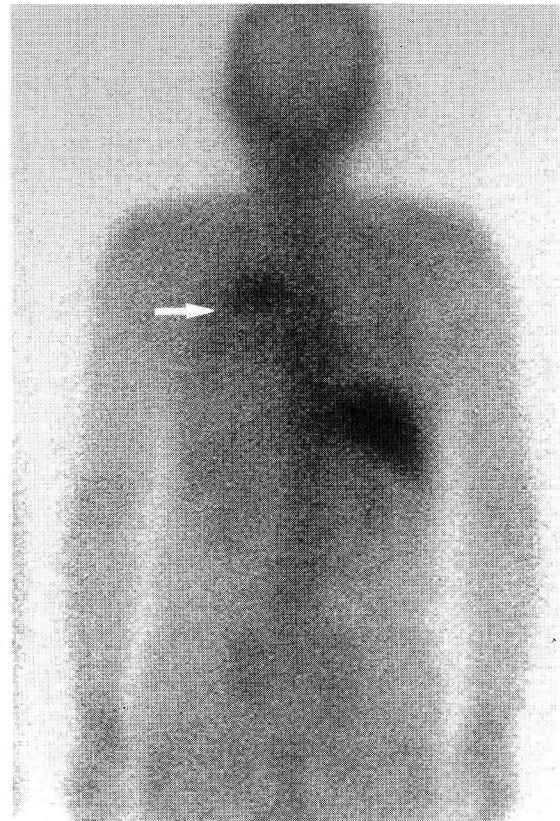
Gallium scintigram viewed from backside
